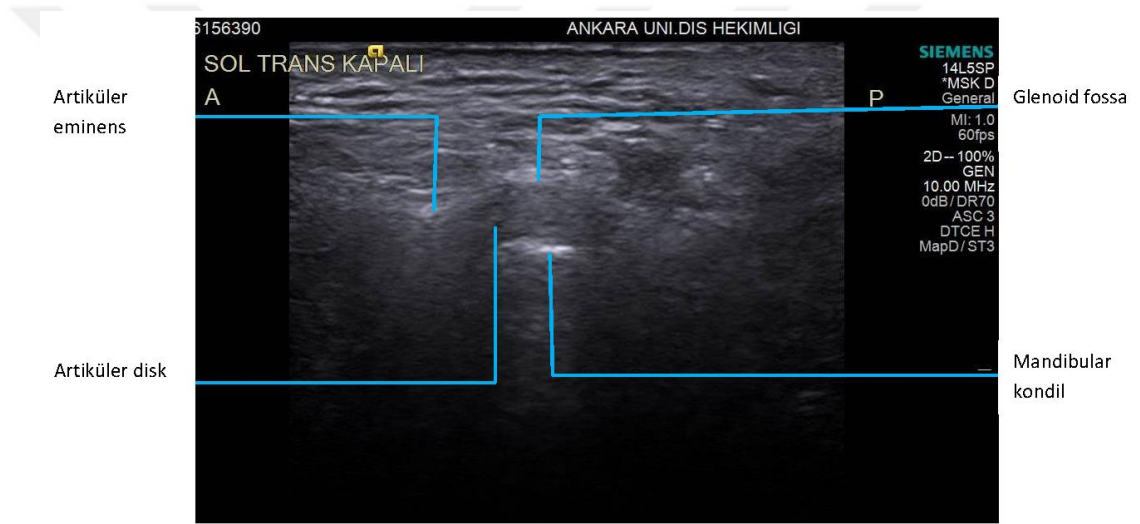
Ağız kapalı pozisyonunda TME'yi oluşturan yapıların USG ile görüntüsü (transdüser longitudinal konumlandırılmıştır)
